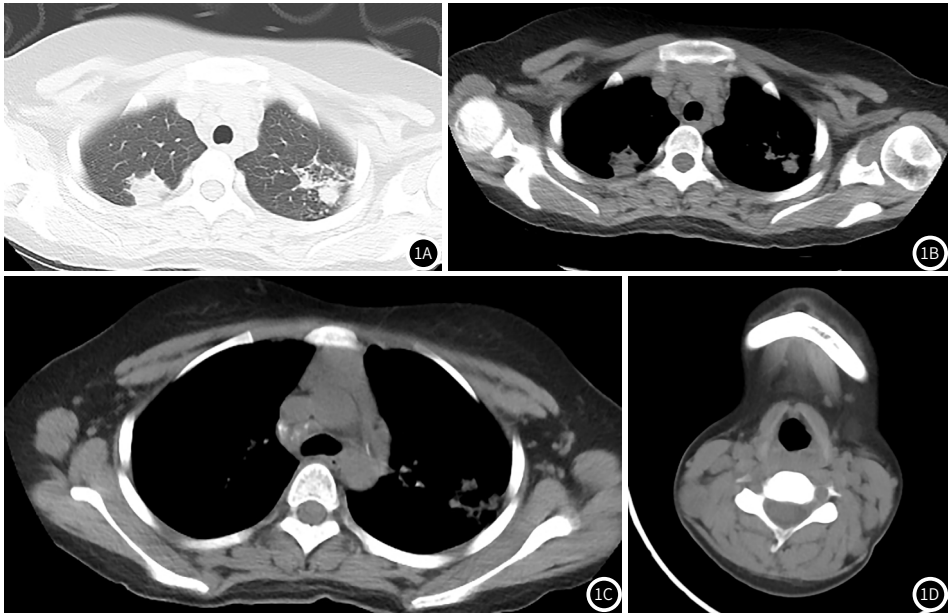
CT示：两肺上叶尖后段、下叶见多发点状、斑片状高密度影，边缘模糊，局部病变与相邻胸膜分界不清(图1A~图1B)；右肺门内见肿大淋巴结并内见点状钙化，右侧腋窝见肿大淋巴结(图1C)；右侧颈部见多发肿大淋巴结影(图1D)。
